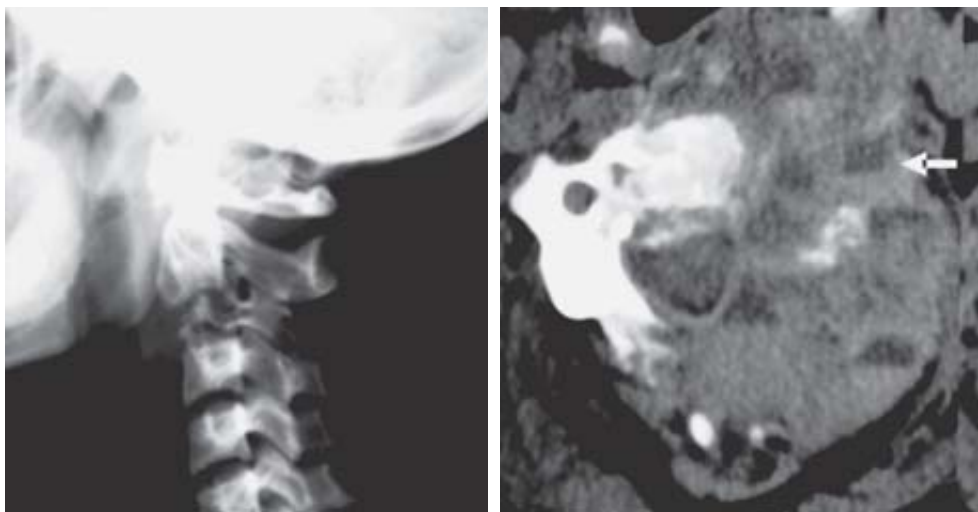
Quiste óseo aneurismático. Radiografía lateral: Lesión osteolítica en el segmento C-2. TC axial con contraste: Reforzamiento moderado de la lesión, con varias zonas de nivel líquido-líquido (flechas) por hemorragias subagudas y crónicas.
